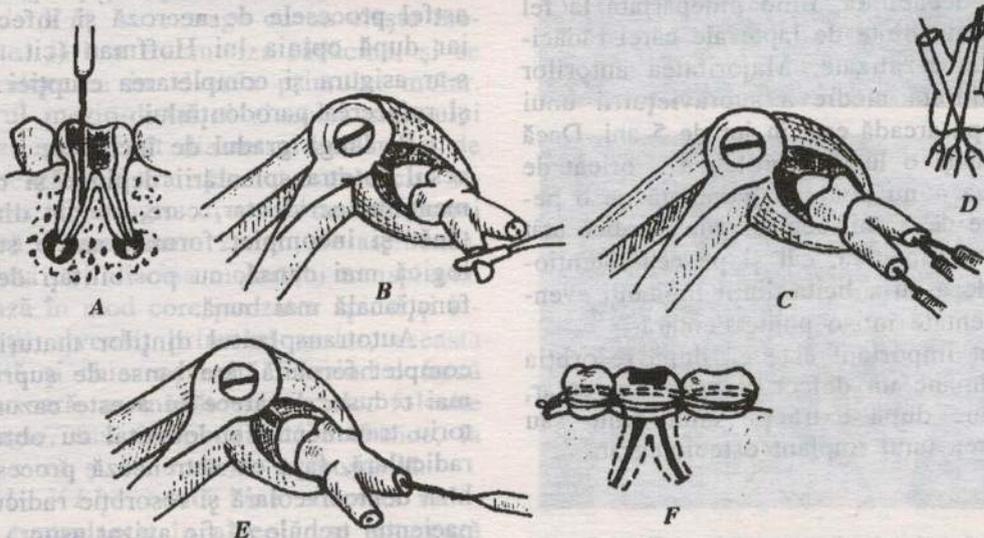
Tehnica replantării terapeutice intenționale. A – molar inferior cu procese periapicale cronice și rădăcini divergente necaterizabile; B – molarul extras este ținut în clește – se face rezecția apexurilor; C – cateterismul canalelor radiculare pe cale retrogradă; D – tratamentul mecanic al canalelor pe cale coronară; E – obturația de canal făcută pe cale retrogradă – este de preferat însă ca această manoperă să fie făcută pe cale coronară; F – dintele replantat este imobilizat provizoriu printr-o ligatură de sârmă "în 8" (după V. Popescu și C. Burlibașa).
